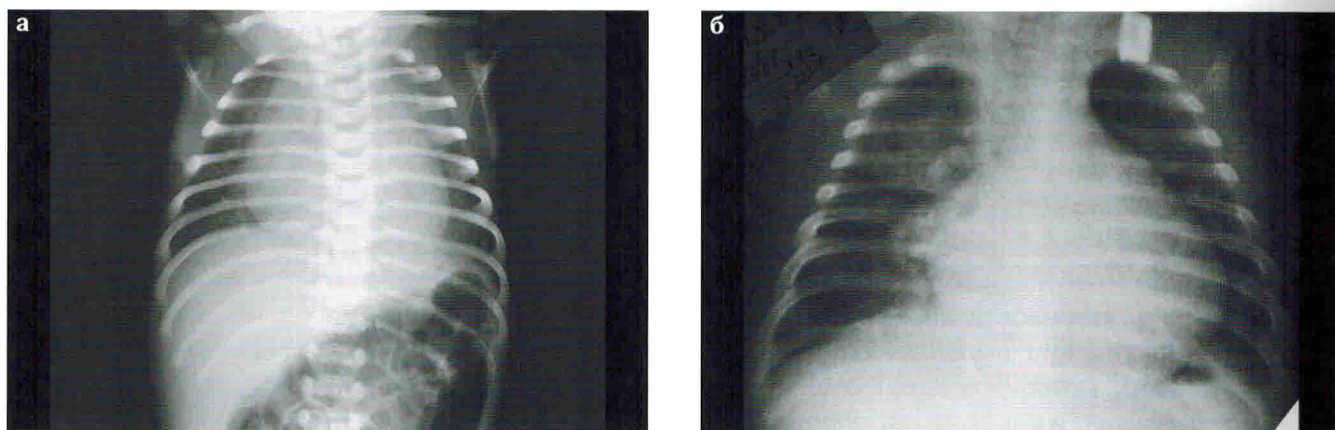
«Большое сердце» на прямой рентгенограмме:
